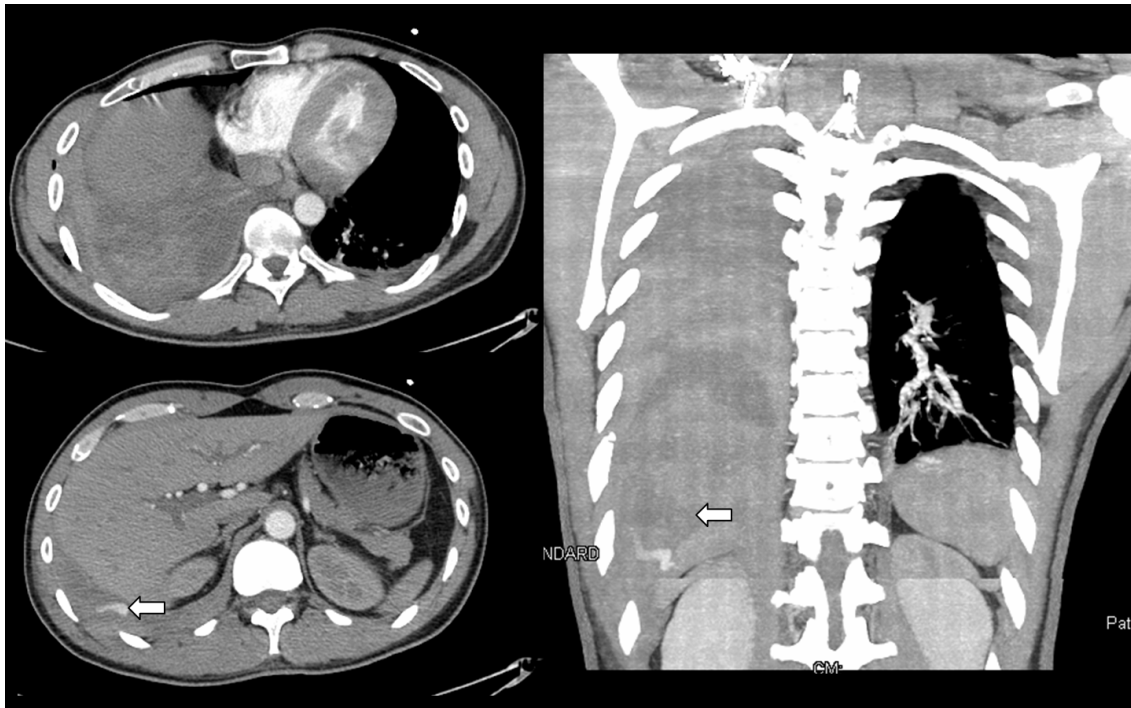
Sekundäre aktive arterielle Blutung nach Rippenfraktur, welche selbst nicht abgebildet ist. Die axialen CT Bilder des Thorax in arterieller Phase zeigen eine aktive Kontrastmittelextravasation (Pfeile), und liefern den Beleg für die Ursache des rechtsseitigen Hämatothorax (links: axiale Schnitte; rechts: coronare Maximumintensitätsprojektion (MIP)). Quelle: [20].
